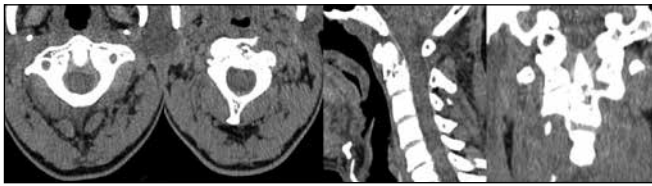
TC preoperatorio, cortes axiales, sagitales y coronales que ilustran la fractura de la base de la apófisis odontoides.
